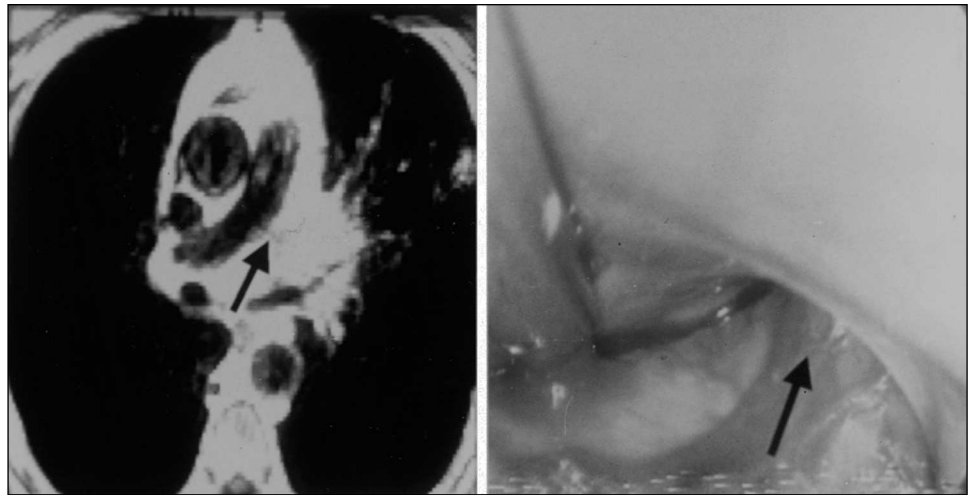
Paciente rescatado para la cirugía. Había sido considerado irresecable en otro centro por invasión de la arteria pulmonar en la RM (flecha corta). Se observa en la VPC suficiente longitud de arteria pulmonar libre (flecha larga) para realizar la disección y ligadura intrapericárdicas.
